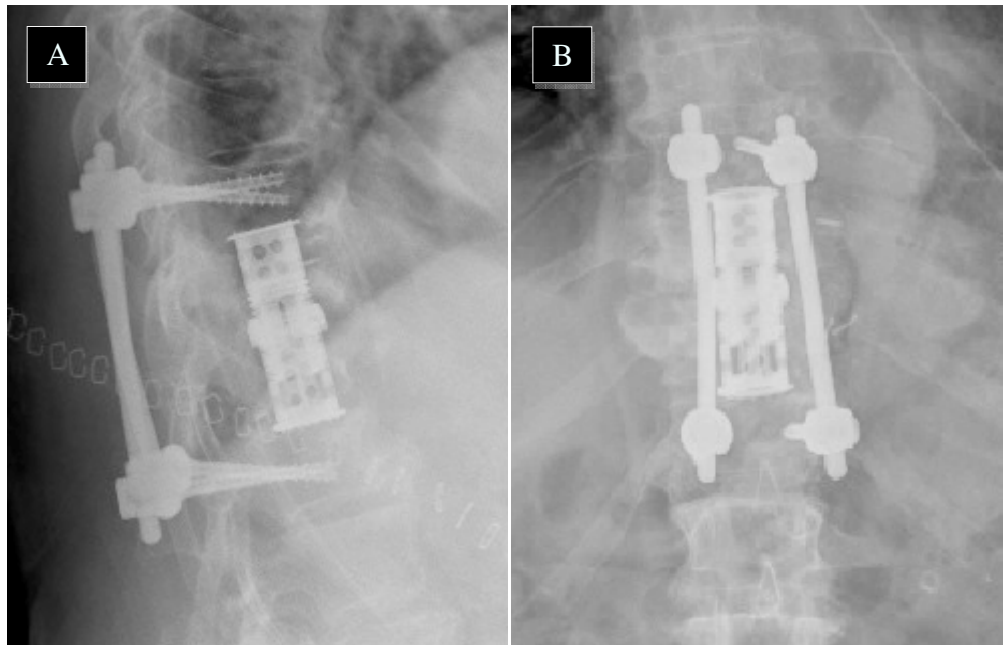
Natives Röntgenbild nach zweizeitiger dorsoventraler Versorgung mittels Fixateur interne und Wirbelkörperersatz im seitlichen (A) und a.p.-Strahlengang (B).
